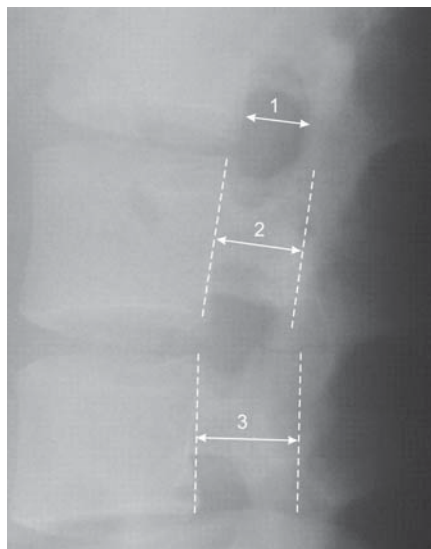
Определение сагиттальных размеров позвоночного канала и межпозвоночного отверстия по боковой рентгенограмме. 1 – метод Epstein – определение фораминального размера: наибольший передне-задний размер межпозвоночного отверстия. 2 – метод Eisenstein – позволяет оценить сагиттальный размер каналов нервных корешков (латерального кармана). Определяется наименьшее расстояние между серединой задней поверхности тела позвонка и линией, проведенной через середины верхнего и нижнего межпозвоночных суставов. 3 – по методу Hinck оценивают среднесагиттальный диаметр позвоночного канала. Находят наименьшее расстояние между задней поверхностью тела позвонка и внутренней поверхностью дуги у основания остистого отростка.
